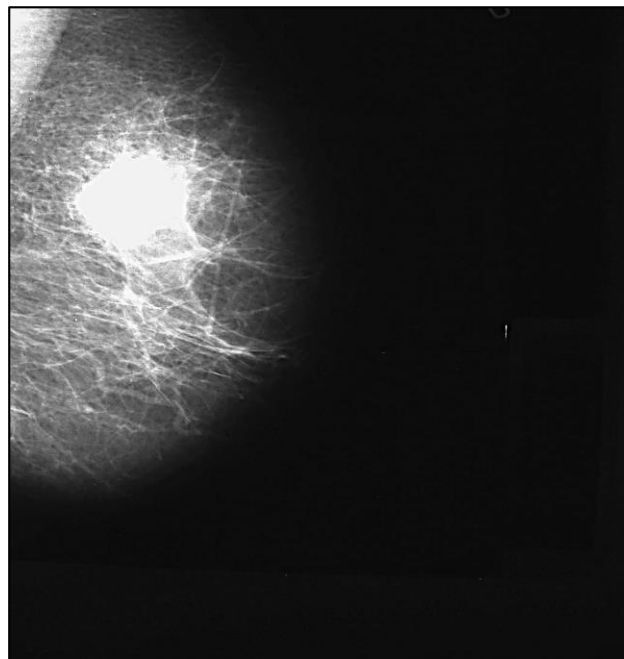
Radiografía de un carcinoma medular
